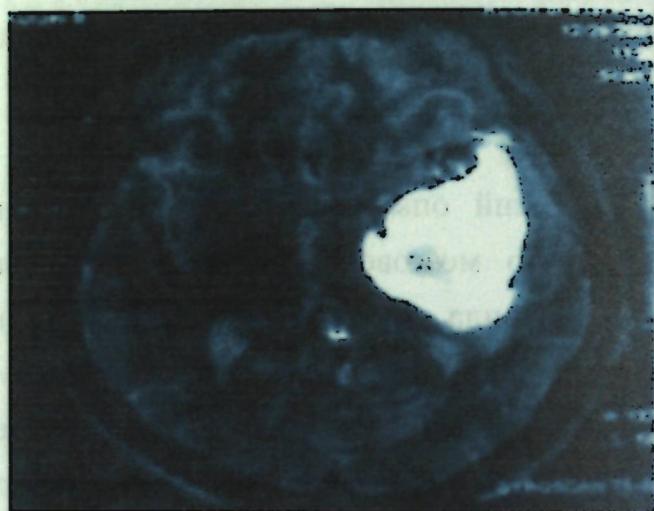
МР томограмма с плотной гематомой в гиперденсивной фазе.
